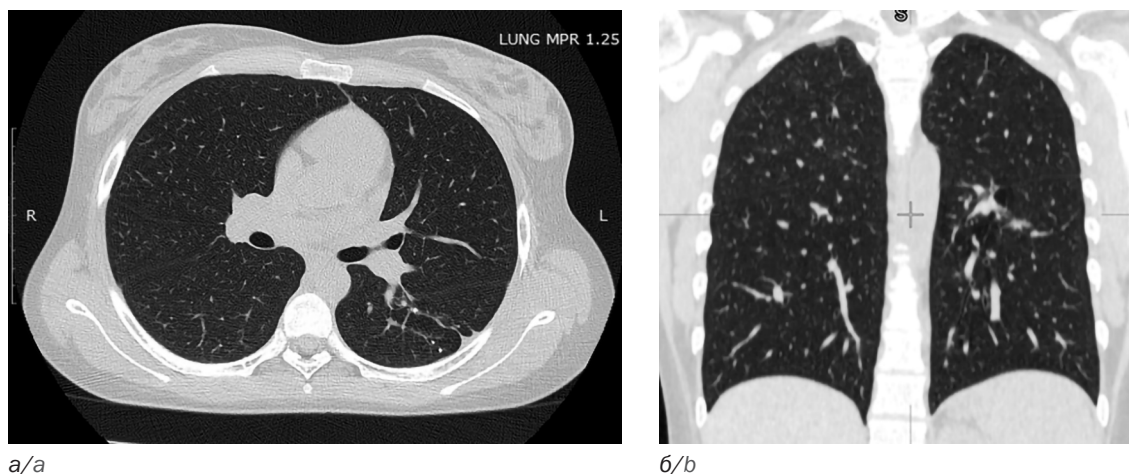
Компьютерная томография девочки И., 15 лет (от 24.06.2024 года) после повторного курса неспецифической терапии: а — аксиальная проекция; б — фронтальная проекция
